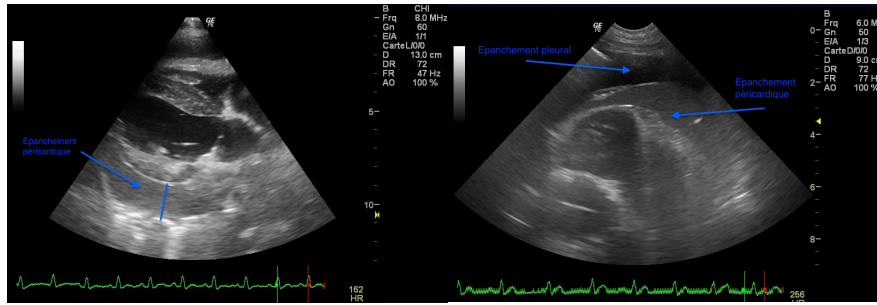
A/ coupe parasternale grand axe 5cavités mettant en évidence un épanchement péricardique B/ Echographie thoracique mettant en évidence un épanchement pleural et péricardique
